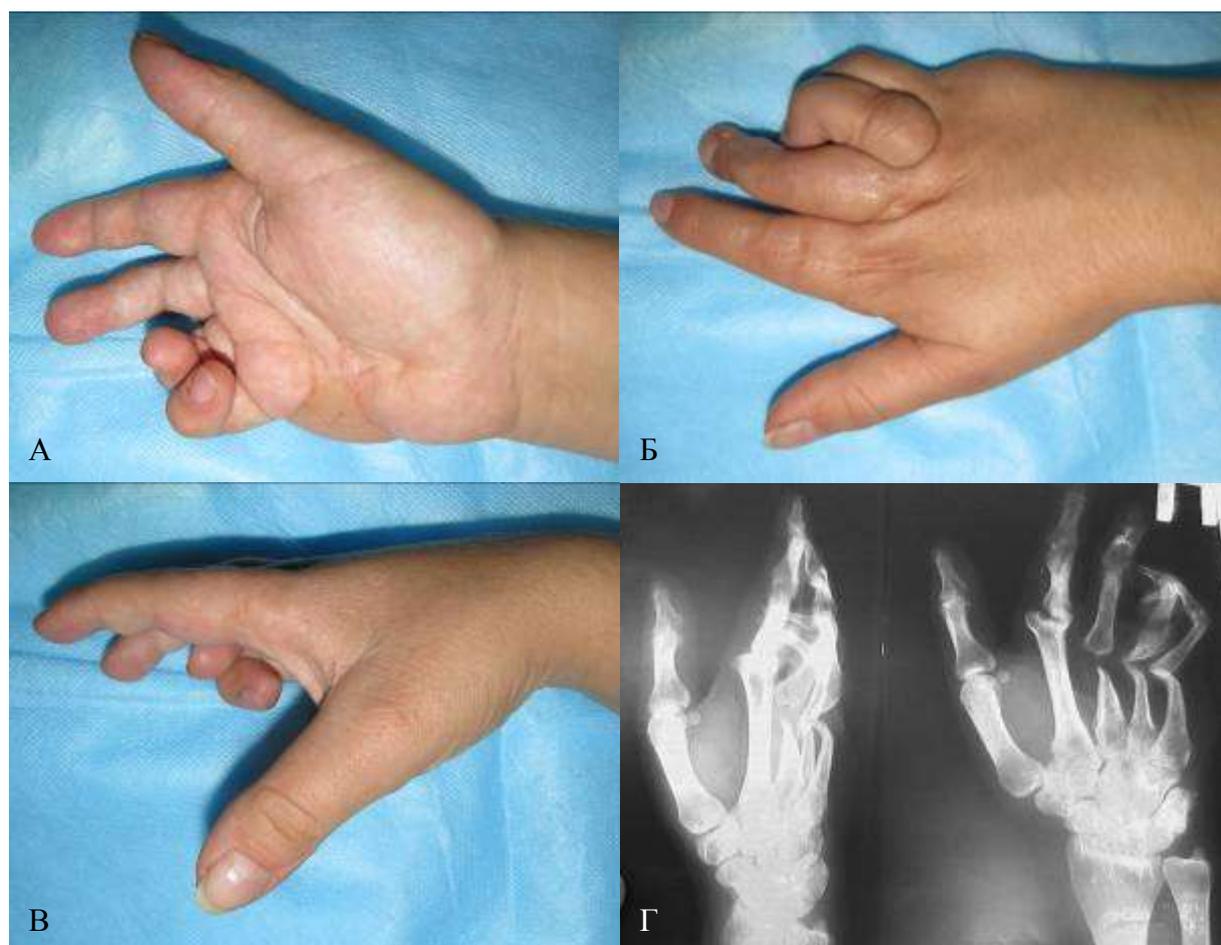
Пример применения краткой записи согласно функциональной классификации тяжелой травмы кисти у пациентки П., 21 г., МК № 10838: А, Б – вид правой кисти через 5 лет после тяжелой травмы, состояние после реваскуляризации II-IV пальцев и закрытия дефекта области гипотенара, смешанная посттравматическая контрактура пальцев ( $1_{I-V}2_{I,IV-V}4_{II,IV-V}+D$ ); В – вид правой кисти при попытке сгибания трехфаланговых пальцев через 5 лет после травмы с потерей пястно-фаланговых суставов II-V пальцев, тонкие схваты отсутствуют, грубые – ограничены; Г – рентгенограммы правой кисти через 2 года после тяжелой травмы правой кисти: дефекты пястно-фаланговых суставов II-V пальцев
